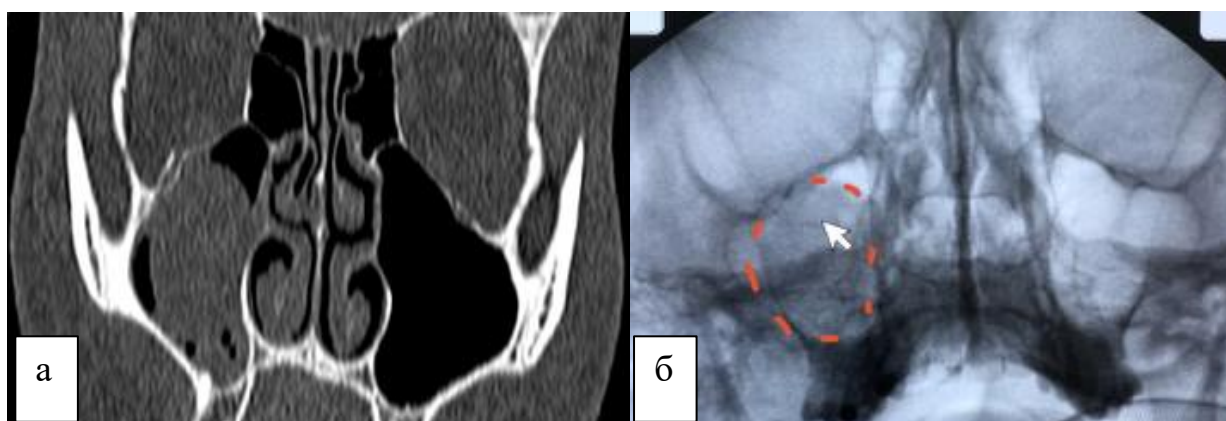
Рентгенологические методы контроля репозиции нижней стенки глазницы и тампонады верхнечелюстной пазухи с использованием баллона: а) КТ верхнечелюстных пазух, б) Рентгенограмма верхнечелюстных пазух.
